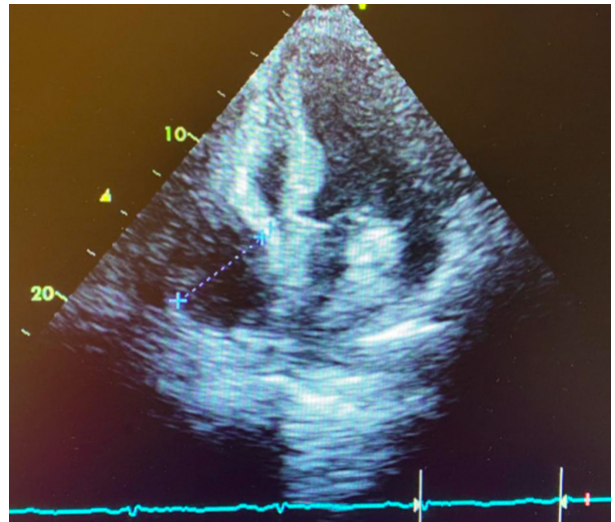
Ecocardiograma 2D. Derrame pericárdico severo (espesor máximo de 51 mm) con signos de taponamiento cardíaco (ventrículo derecho de tamaño disminuido con colapso parcial diastólico y colapso de aurícula derecha sistodiastólica).
